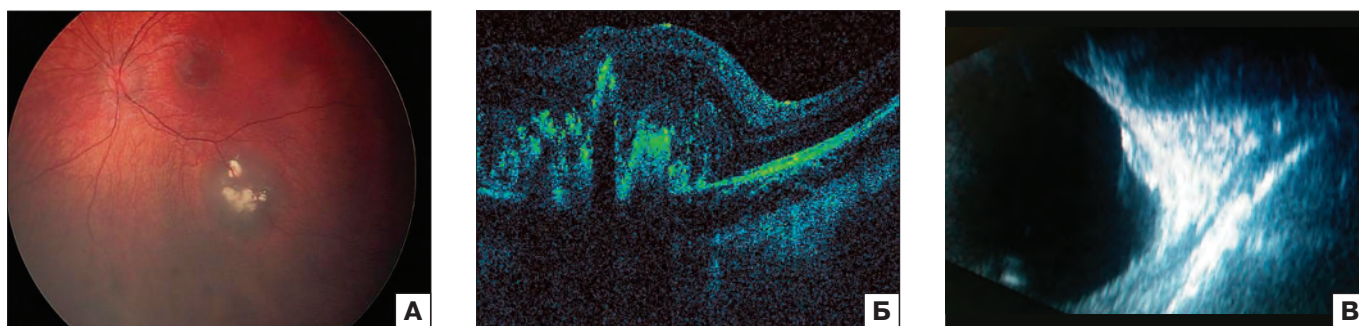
Офтальмоскопия (А), оптическая когерентная томография (Б) и ультразвуковое исследование (В) малой ретинобластомы с множественными кальцинатами.
